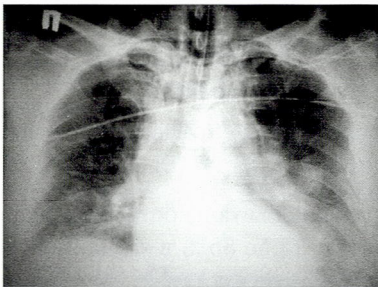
Рентгенограмма грудной клетки в положении – лежа на спине
